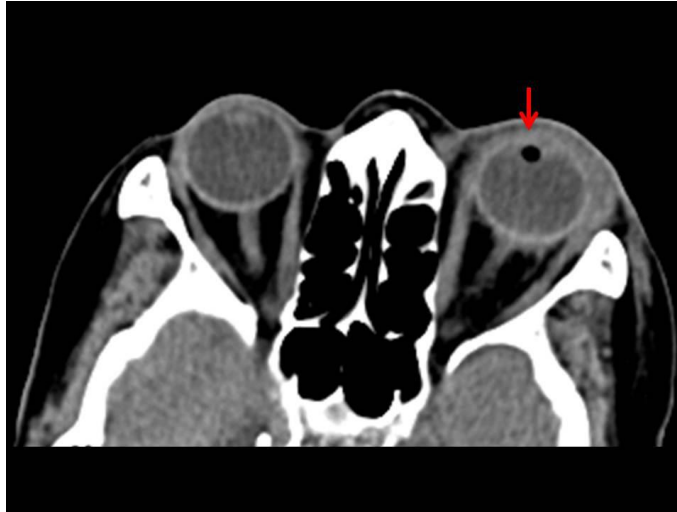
Trafik kazası sonrası orbita BT gerçekleştirilen 39 yaşında erkek olguda sol preorbital yumuşak doku planlarında post-travmatik yumuşak doku şişliğinin eşlik ettiği sol glob perforasyonu izlenmektedir. Glob volümü azalmış, konturları irregüler görünümde olup intra-vitreal kanamaya bağlı heterojen dansite değişikliği izlenmektedir.
